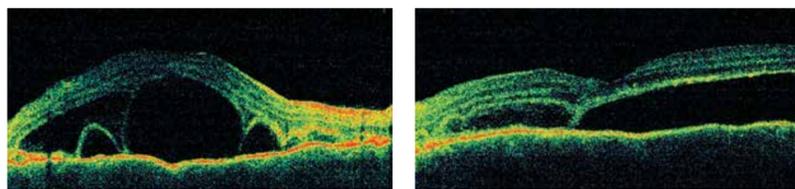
Картина макулярной области по данным оптической когерентной томографии от 24.09.2015 г.
